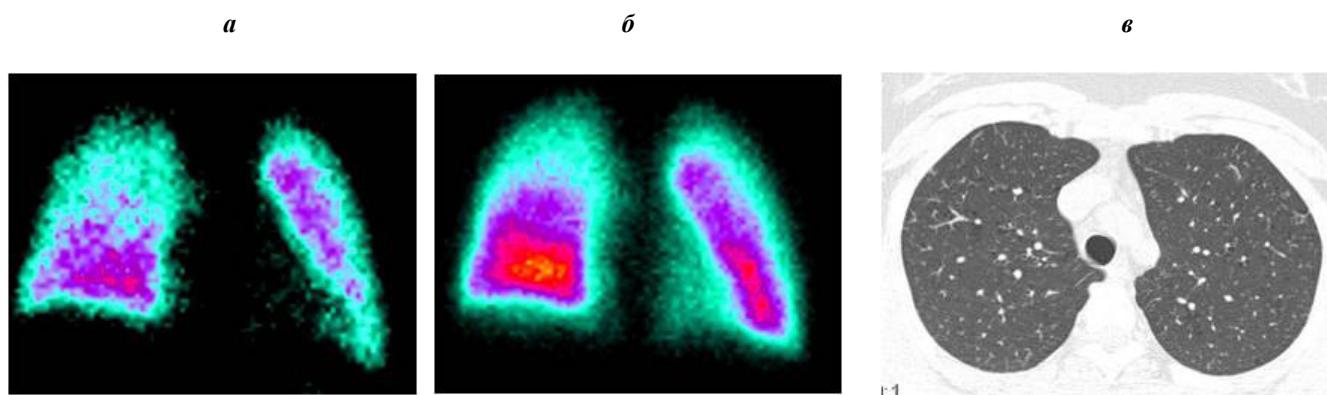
Наблюдение больной Е., 1986 г.р. гистиоцитоз Х в начальной стадии заболевания и положительной динамикой в процессе лечения: а — сцинтиграмма легких в прямой проекции 2010 г., определяются выраженные диффузные нарушения микроциркуляции в плащевом отделе легких; б — сцинтиграмма легких в прямой проекции 2015 г., положительная динамика, микроциркуляция в плащевом отделе верхней и средней долей легких снижена. Определяются зоны гиперперфузии в ядерной зоне нижних долей легких; в — ВРКТ, определяются единичные гистиоцитарные гранулемы.
